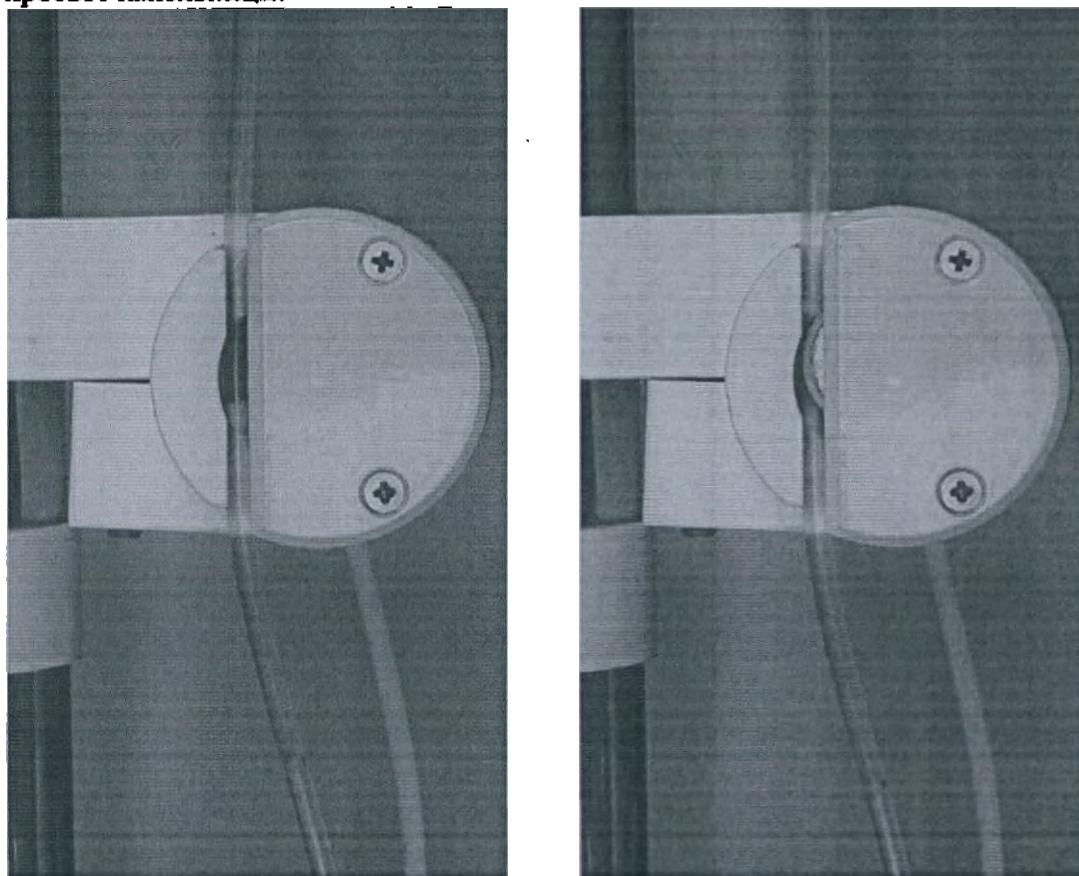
Показано состояние эксцентрика микродозатора исходно (слева) и после перекрытия просвета инфузионной одноканальной системы (справа).
